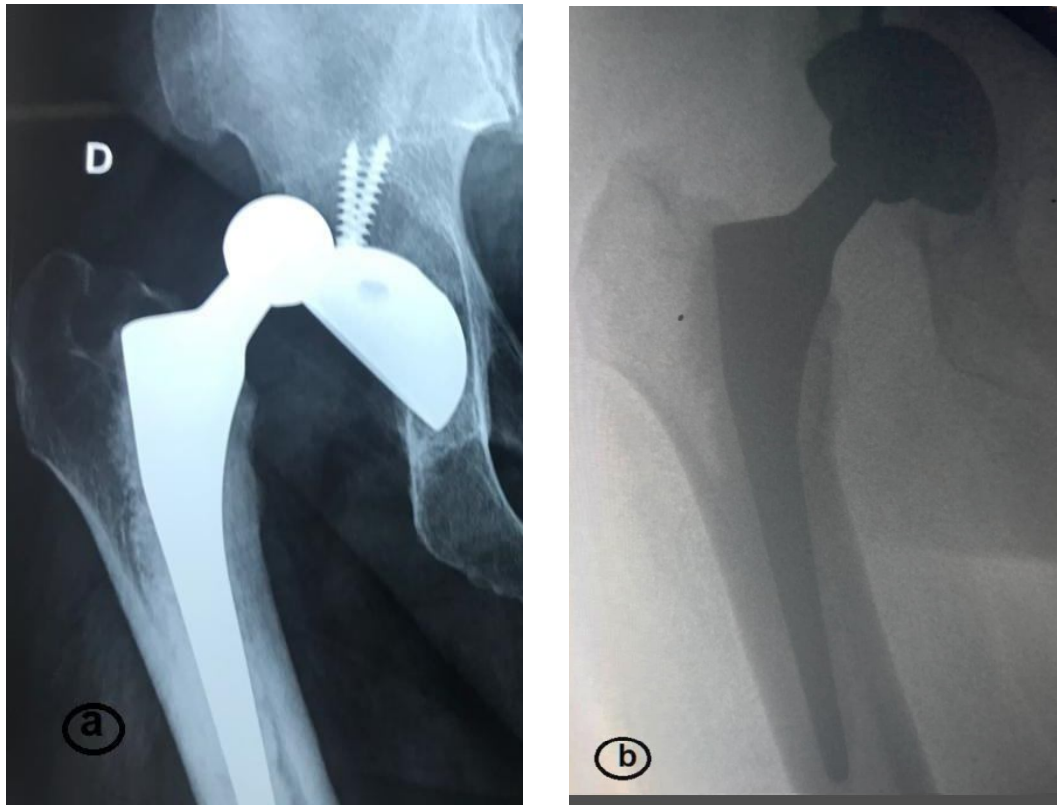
(a) Radiographie de la hanche droite de face montrant une PTH luxée, (b) radiographie de contrôle après réduction
